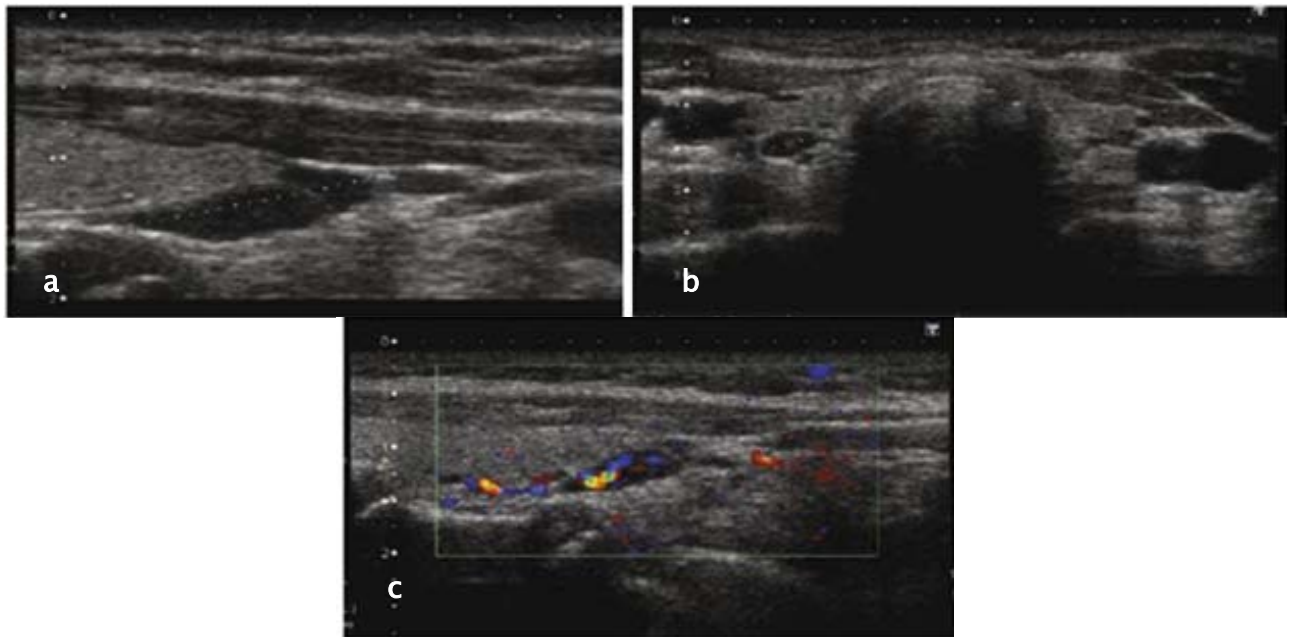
[128] : Echographie d'un adénome parathyroïdien P3 droit : Nodule hypoéchogène allongé(a), séparée du parenchyme thyroïdien par une cloison (b), bien vascularisée au doppler couleur (c).
